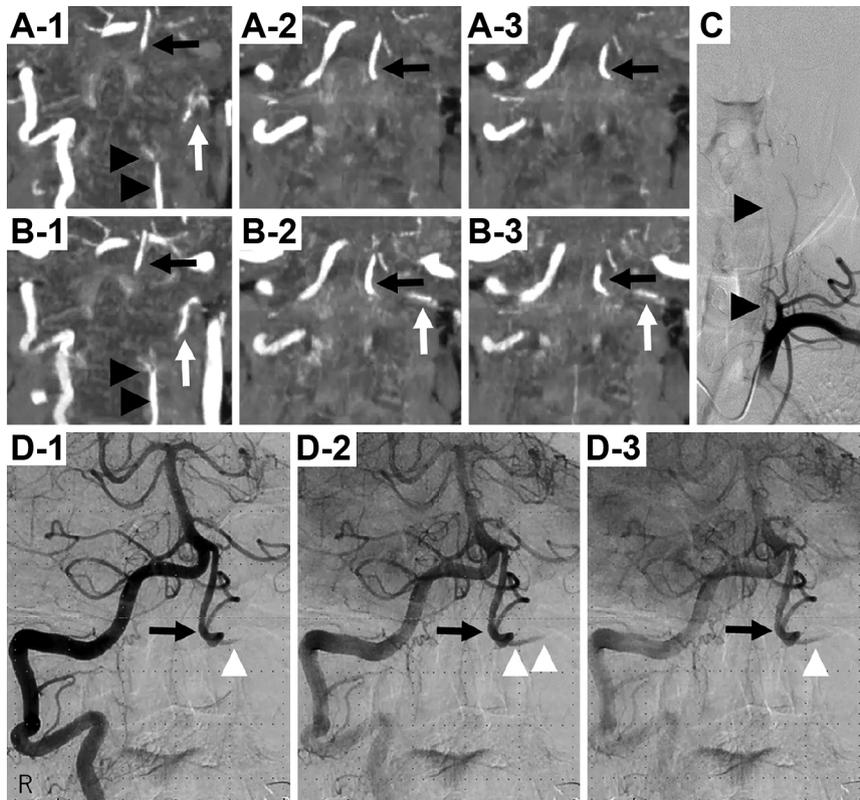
Brain CT angiography (CTA) on admission and conventional angiograms on day 8.
